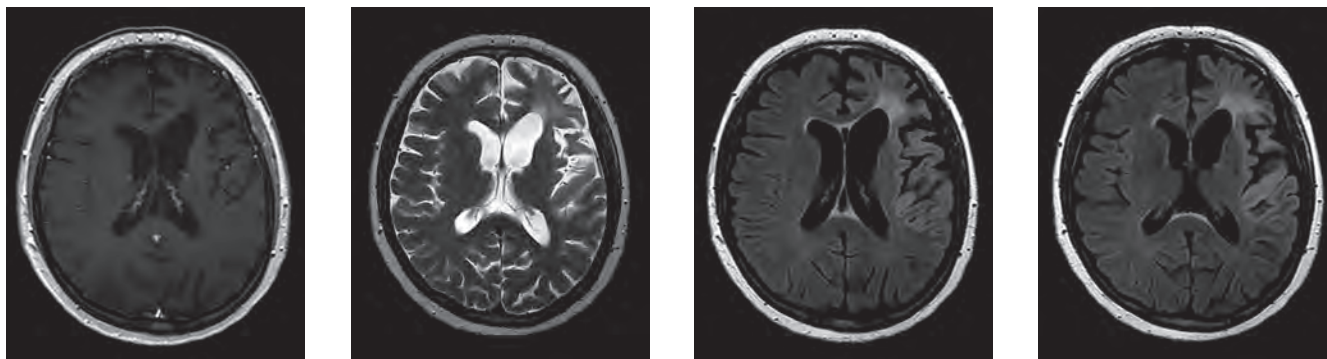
МРТ от 20.09.13: расширение области патологических изменений, которая теперь вовлекает большую часть левой лобной и височной долей
